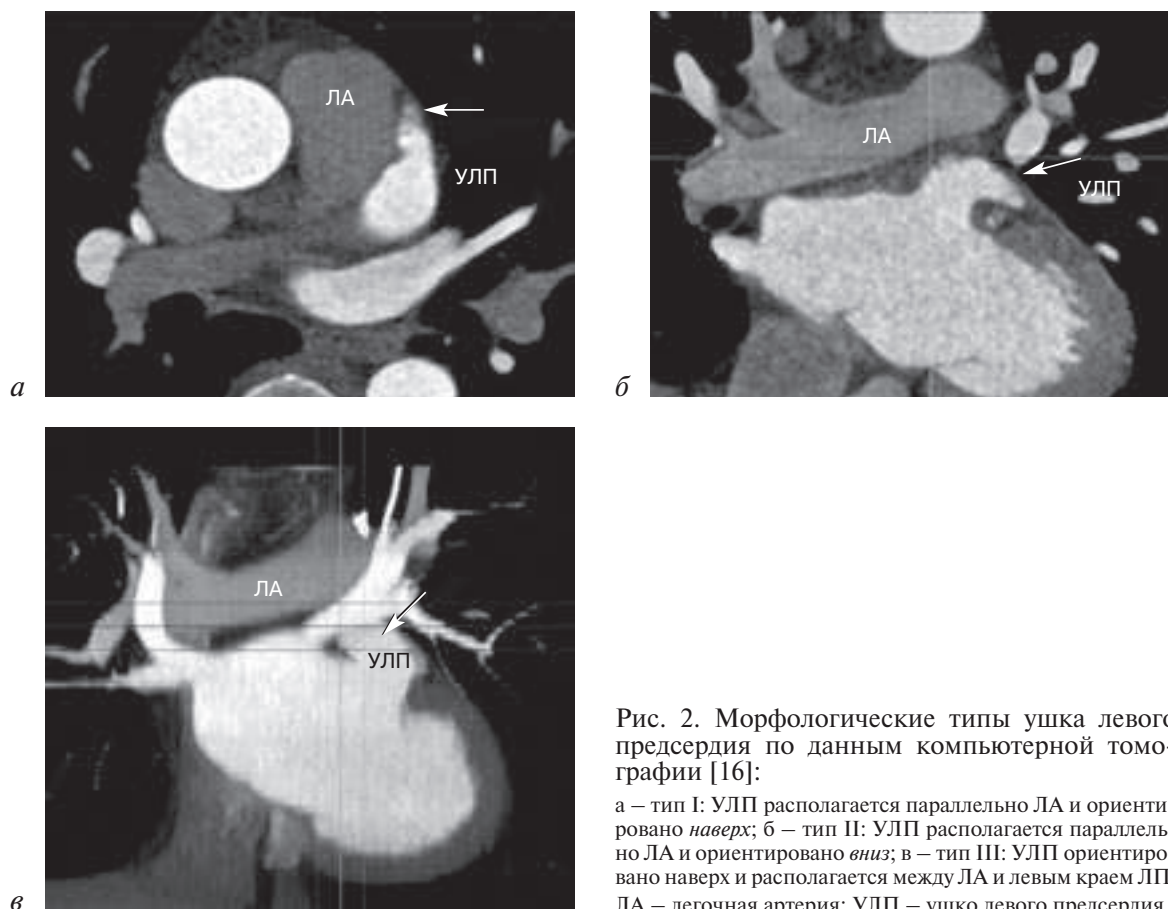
Морфологические типы ушка левого предсердия по данным компьютерной томографии [16]:
